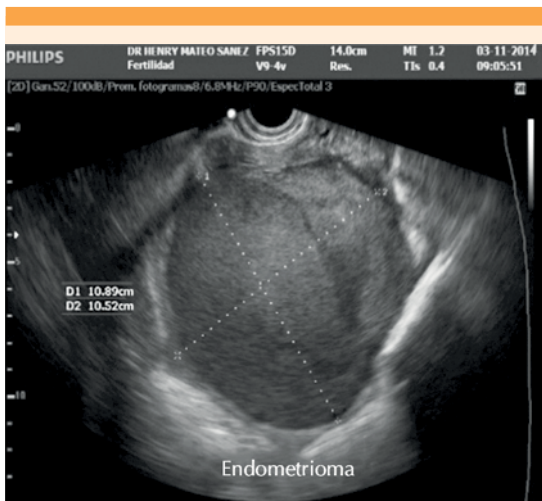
Ultrasonido transvaginal (región adyacente al útero) que identifica el endometrioma de 10.8 x 10.5 cm, a espensas del ovario derecho.
